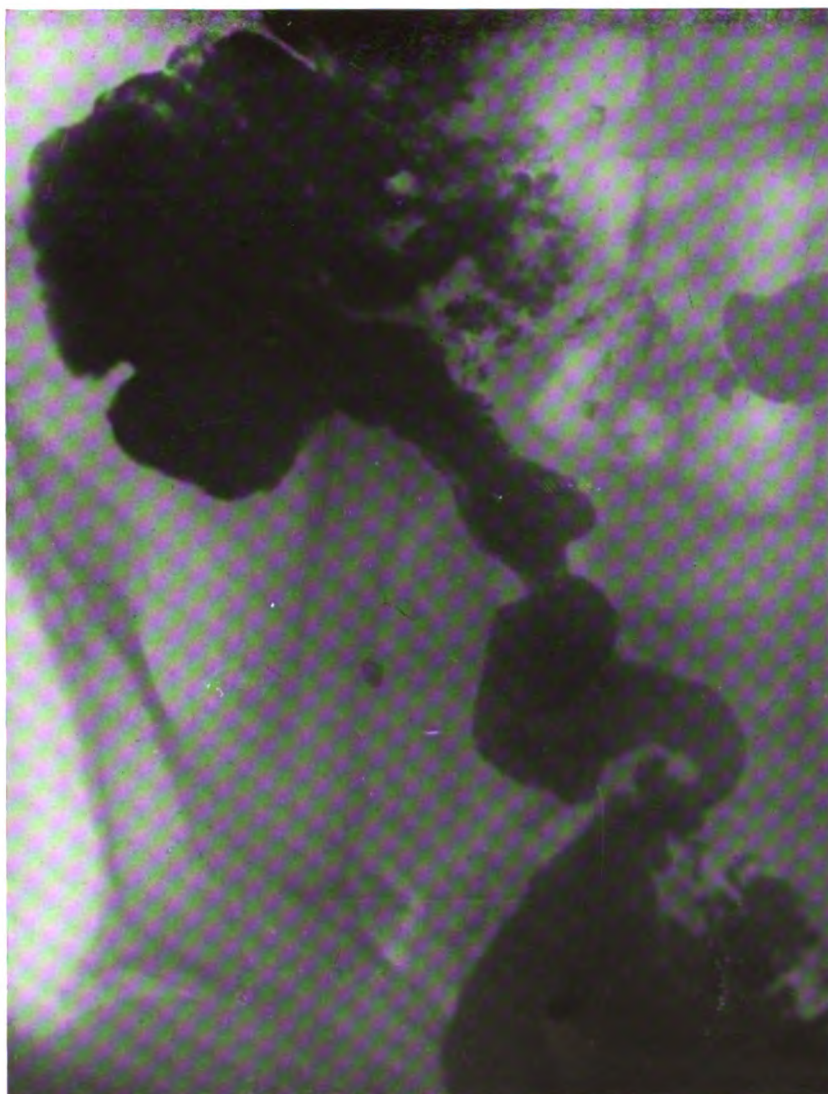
Radiographie de la fosse iliaque droite, cinq heures après repas opaque.
